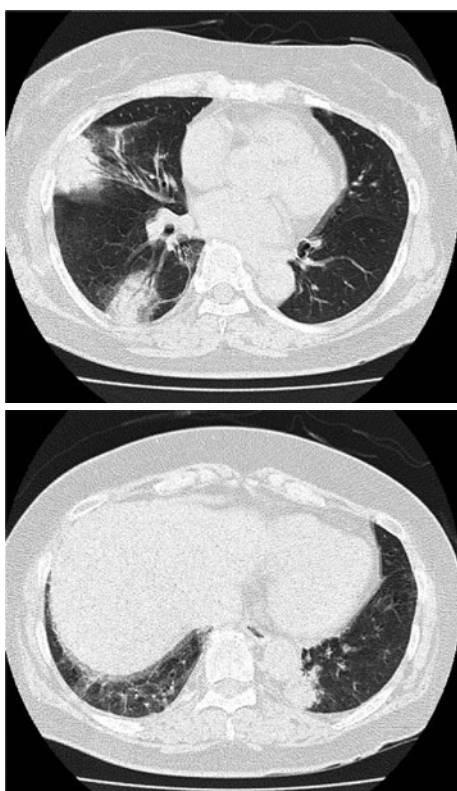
Chest CT scan showing bilateral alveolar consolidation in the lower lung fields.
